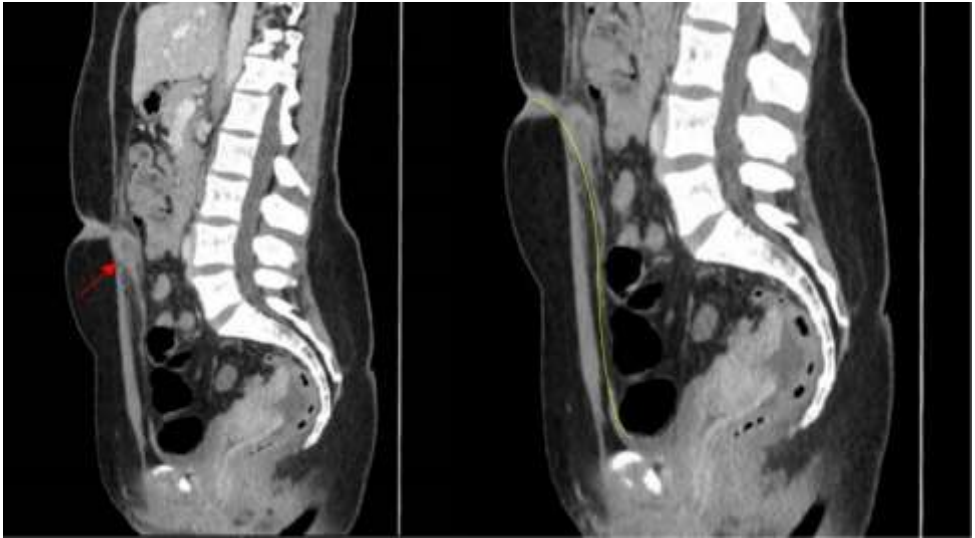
Corte sagital de TAC abdominal, en la izquierda señalado con una flecha se encuentra el quiste de uraco infectado. A la derecha se destaca en amarillo todo el trayecto del uraco permeable.
